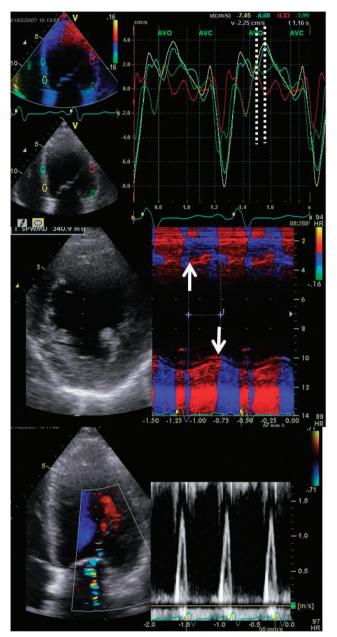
初診時心エコー(左) と CRT 埋め込み前エコー(右).
